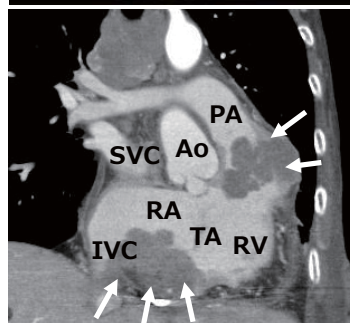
CT:心臓内腫瘍を認め、肺動脈流出路狭窄を生じていた
